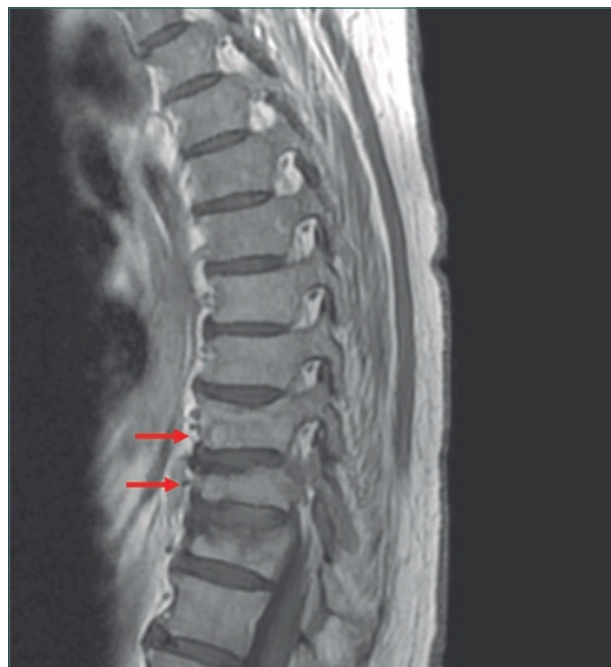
Tomografía computarizada que muestra metástasis vertebrales dorsales señaladas mediante flechas.
